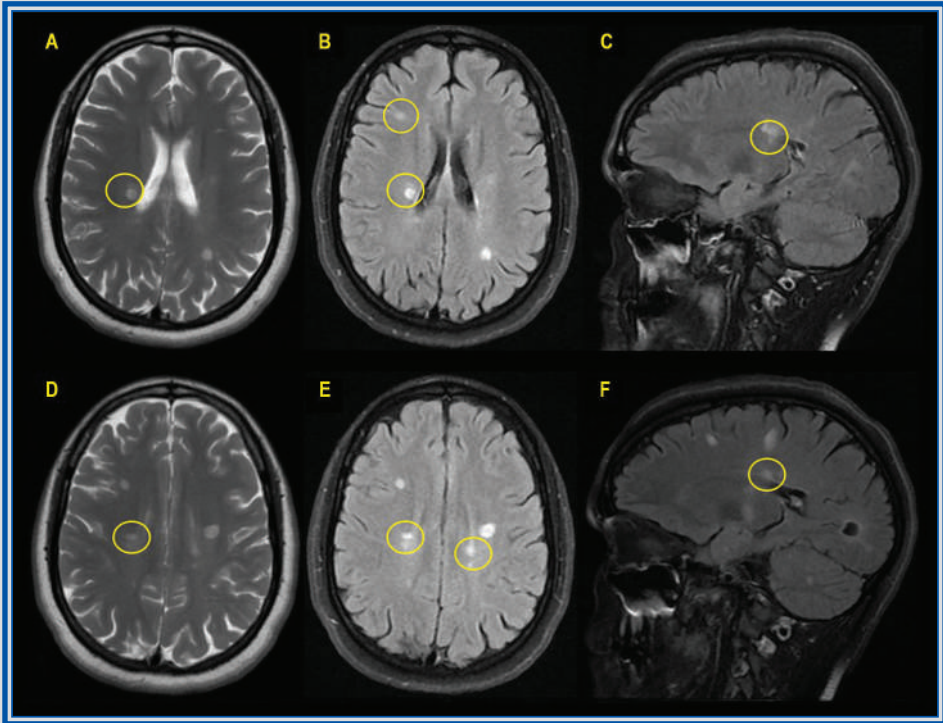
Capítulo 5. IRM de encéfalo con secuencias T2 (A y D) y FLAIR (B, C, E, F) que muestran lesiones periventriculares y yuxtacorticales.
